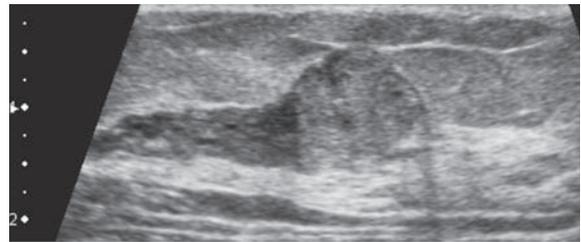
分葉等エコー腫瘤、境界部明瞭粗造、内部エコー不均質、後方エコー増強、縦横比高、前方境界線の断裂あり、カテゴリ4、推定組織型；粘液癌 > 線維腺腫
